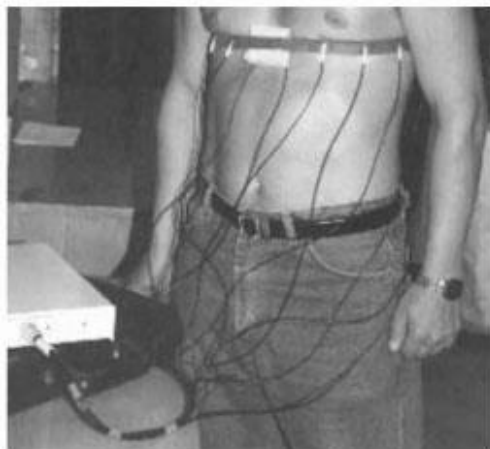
Електродна система електроімпедансного томографа
